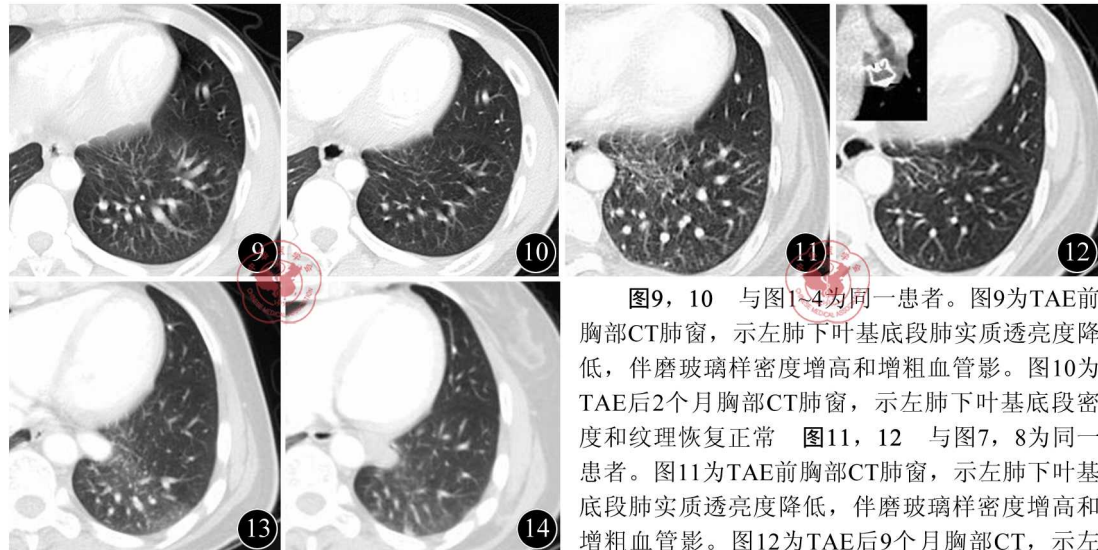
10 与图1~4为同一患者。图9为TAE前胸部CT肺窗, 示左肺下叶基底段肺实质透亮度降低, 伴磨玻璃样密度增高和增粗血管影。图10为TAE后2个月胸部CT肺窗, 示左肺下叶基底段密度和纹理恢复正常 图11, 12 与图7, 8为同一患者。图11为TAE前胸部CT肺窗, 示左肺下叶基底段肺实质透亮度降低, 伴磨玻璃样密度增高和增粗血管影。图12为TAE后9个月胸部CT, 示左肺下叶基底段密度和纹理恢复正常, 但AVP近端塌陷, 血栓仍充填 图13, 14 患者女, 46岁, 偶发中量咯血。图13为TAE前胸部CT肺窗, 示左肺下叶外后基底段肺实质透亮度降低, 伴磨玻璃样密度增高和增粗血管影。图14为TAE后3个月胸部CT, 示左肺下叶外后基底段密度和纹理恢复正常, 但胸膜下有少许楔形样病灶
